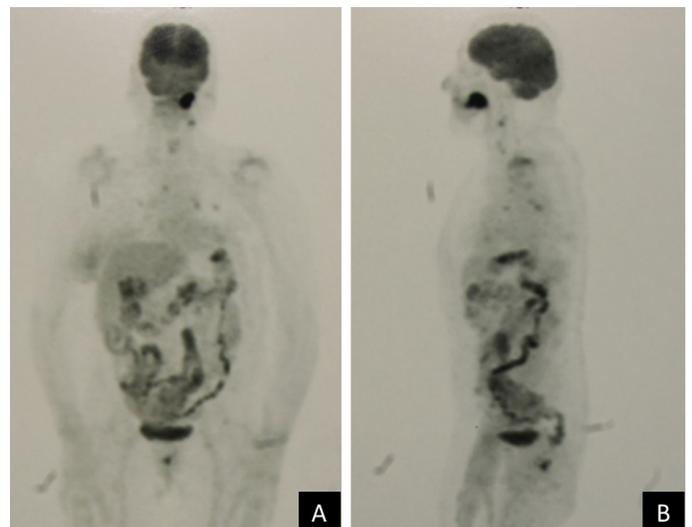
PET/CT de cuerpo completo, vista coronal y sagital. A, B. Hipercaptación en zonas maxilar izquierda, adenopatía yugular alta izquierda, pulmonar, adenopatías hiliares y mediastínicas.
